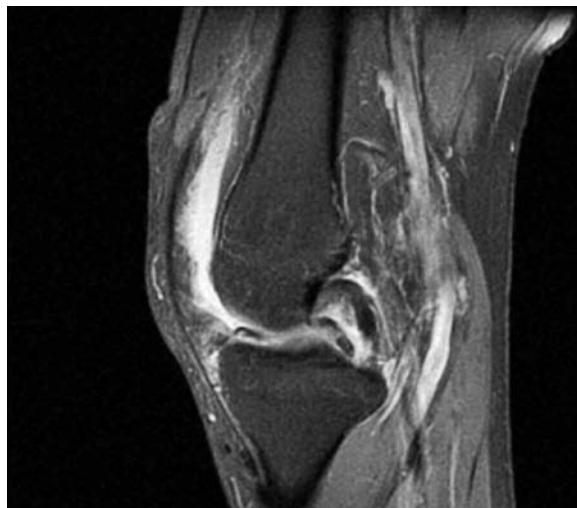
SDLCP. RM de rodilla, corte sagital en densidad protónica con saturación grasa, donde se pone de manifiesto el signo del doble ligamento cruzado posterior con hiperintensidad del líquido intraarticular que lo rodea.
